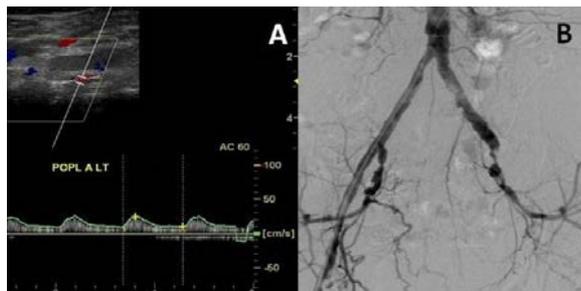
Ecografía Doppler (ED) de arteria poplítea izquierda y angiografía con sustracción digital (ASD) del eje aortoiliaco. A. ED de arteria poplítea izquierda: Onda monofásica. B. ASD: Oclusión iliofemoral extensa en el lado izquierdo y estenosis severa en el eje ilíaco derecho.
